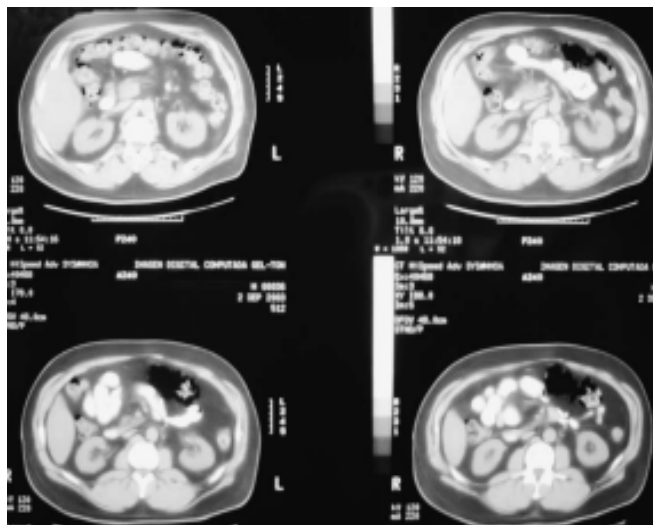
TAC abdominal que muestra las lesiones radiotransparentes en forma de pequeñas burbujas y una colección de éstas en la parte anterior y paramedia izquierda en la pared del colon.
